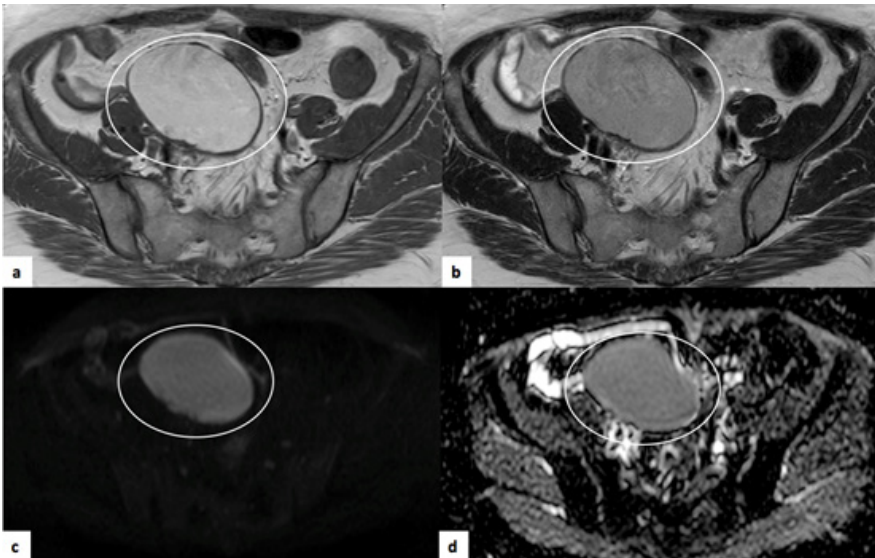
Endometrioma. RM pélvica de mulher de 42 anos. (a) Sequência T1 onde é possível observar tumor anexial com hipersinal espontâneo (círculo), que perde sinal de forma relativamente homogênea na sequência T2 (b) – “shading”. (c) e (d) representam o estudo de difusão ($b=1000$) e mapa ADC, respectivamente, onde é possível observar que esta lesão apresenta restrição à difusão.
